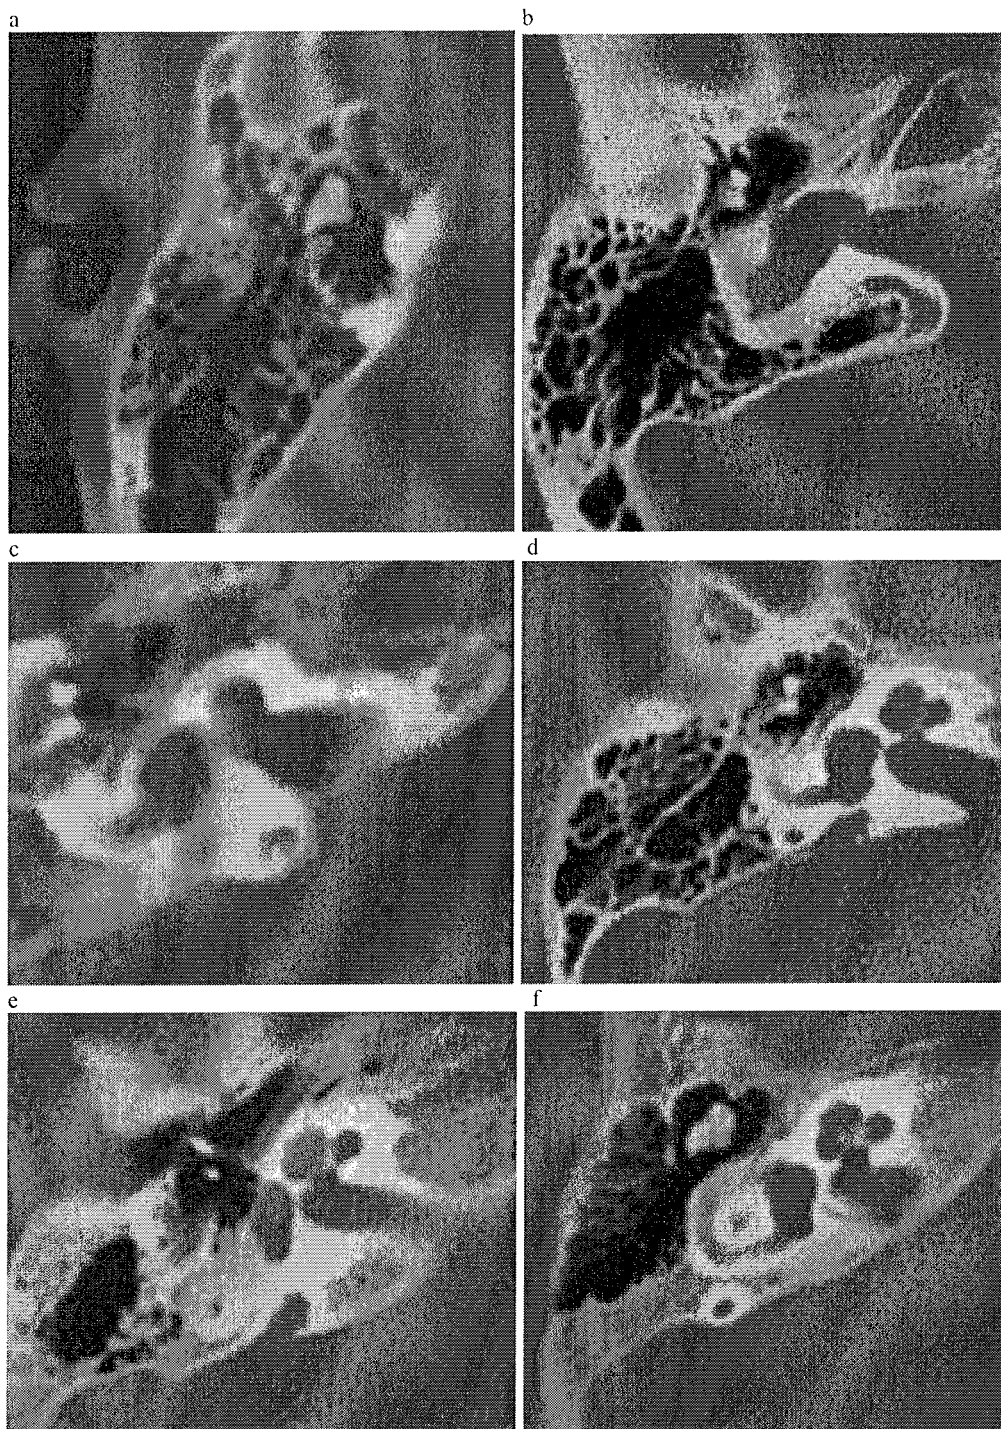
Malformations cochléaires en fonction du stade d'arrêt dans l'embryogénèse : TDM.
